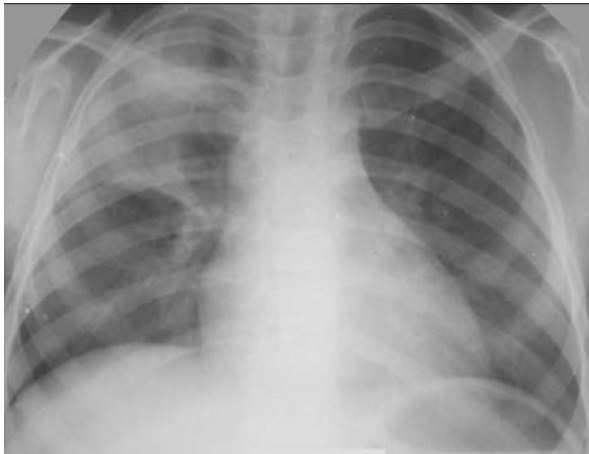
Рентгенограма ОГК хв. В., 6 р. Ателектаз S2 і S3 справа
